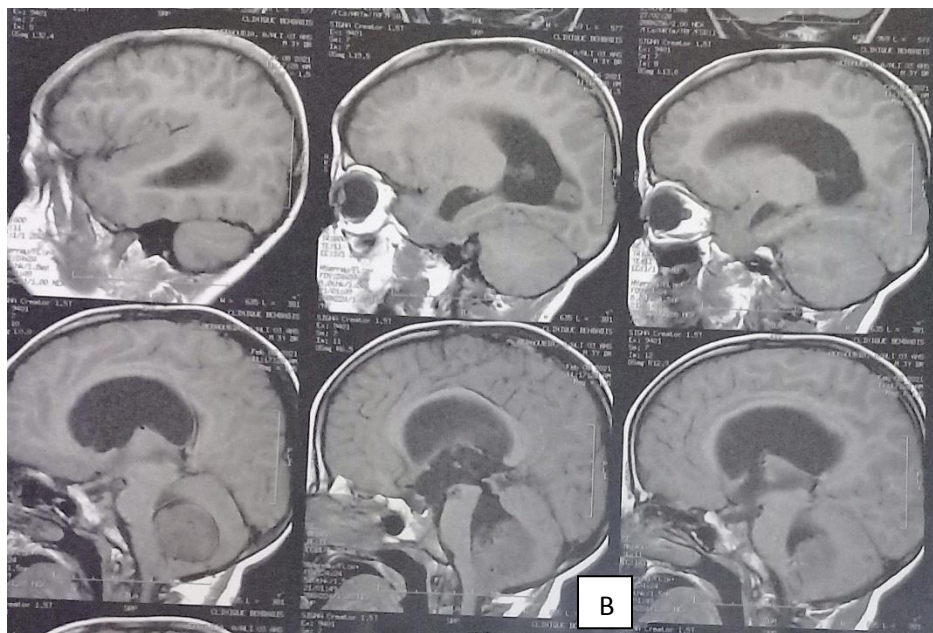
B): IRM coupe sagittale en T1 Lésion de siège intra ventriculaire hypo intense en T1.
